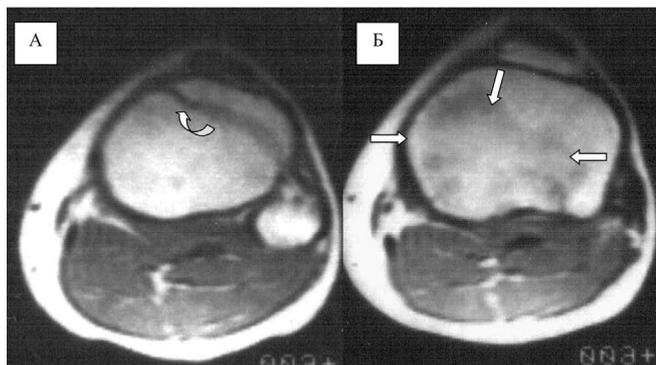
Коленный сустав 13-летней девочки. МРТ, аксиальная плоскость, срезы на уровне метафизарного (росткового) хряща проксимального эпифиза большеберцовой кости, T1ВИ SE (А, Б). Определяется полоска метафизарного (росткового) хряща, симулирующая перелом (А - круглые стрелки). На срезе, выполненном непосредственно через ростковую зону, в центральном отделе большеберцовой кости определяется перестройка сигнала, симулирующая патологическую инфильтрацию (Б - прямые стрелки).
